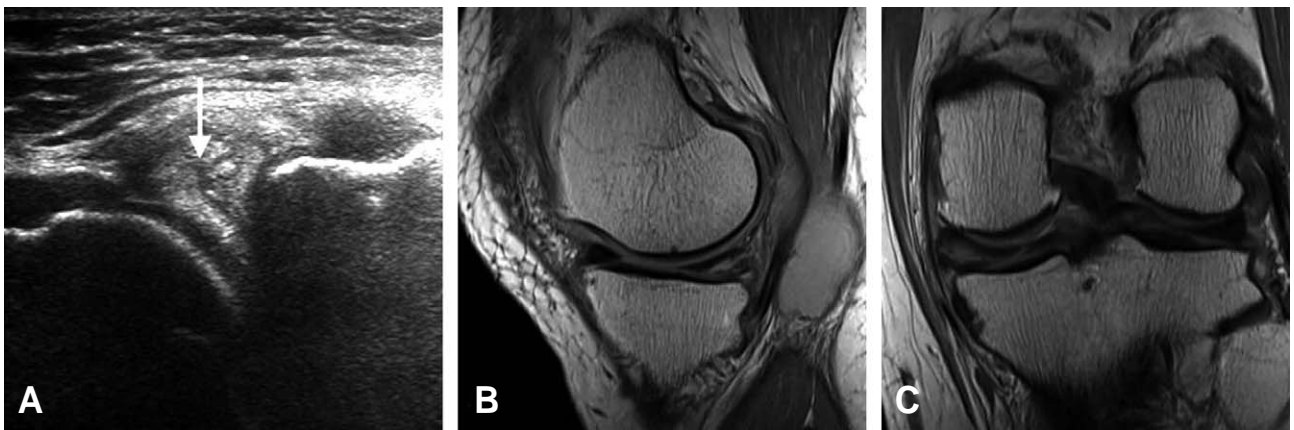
Ultrasonography shows hypoechoic cleavage (arrow) of medial meniscus (A). Sagittal (B) and coronal (C) image of MRI.
